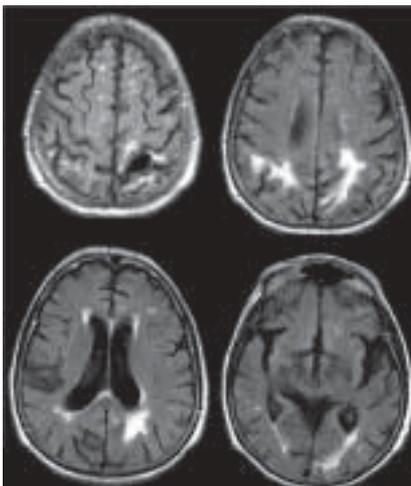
NMR-FLAIR-Sequenzen 4,5 Jahre nach den Blutungen mit deutlichen signalreichen Marklagerläsionen mit Betonung um die Hinterhörner; kleinere Marklagerläsionen hochparietal bis in die U-Fasern reichend; Substanzdefekt links parietal; leichte temporale Atrophie mit verbreiteter Zisterna Sylvii.
